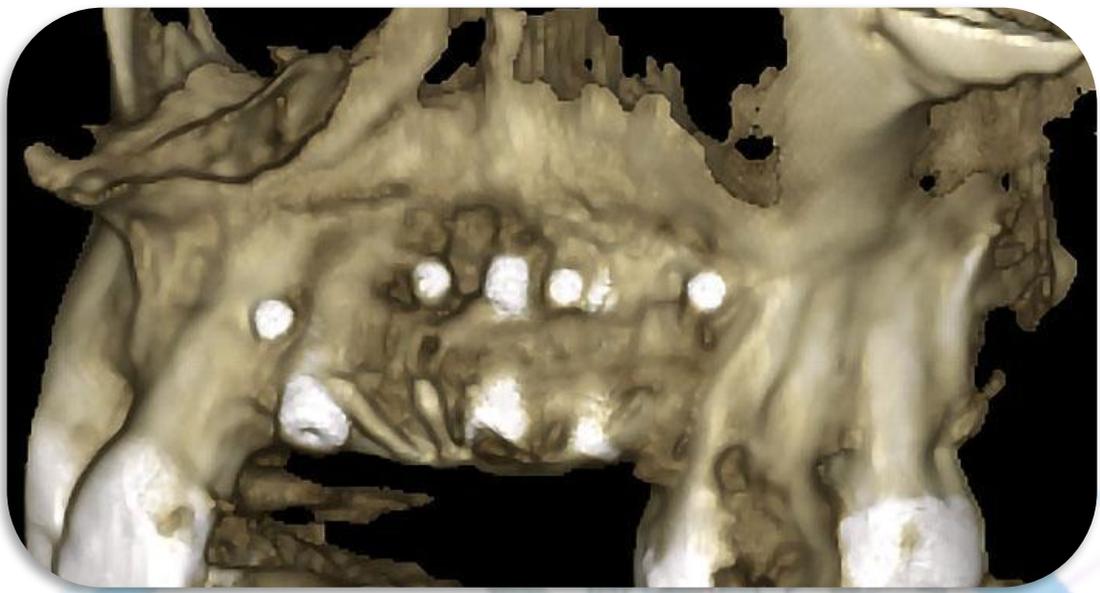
Controllo radiografico a 9 mesi.
